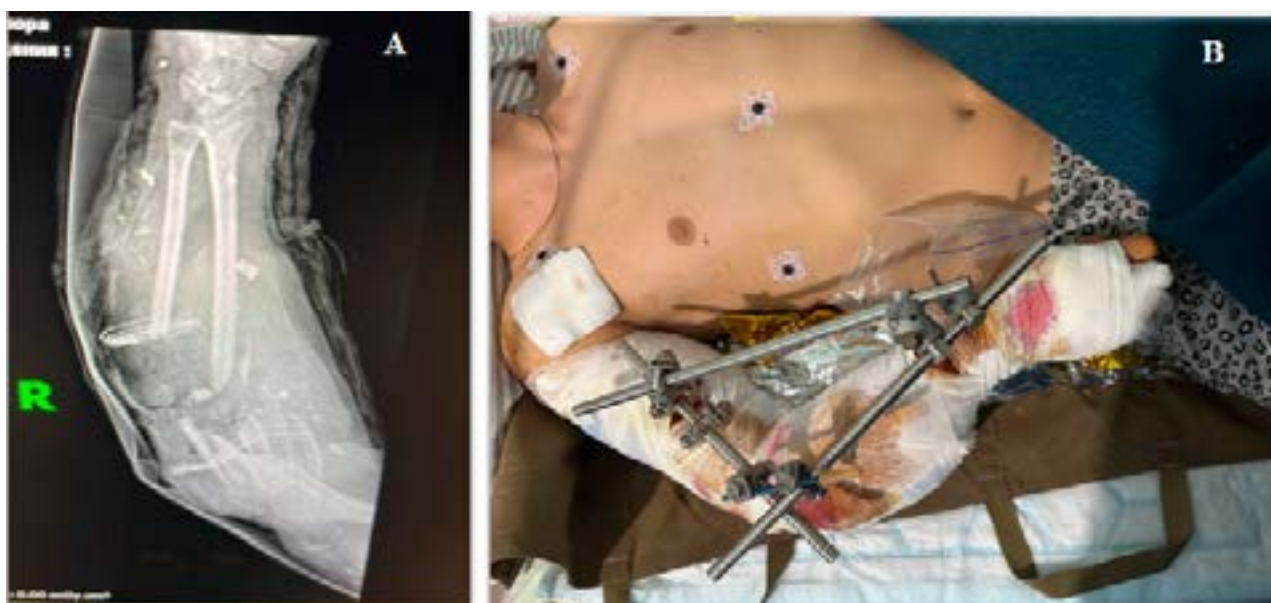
Поранений В. А) рентгенограма передпліччя правої верхньої кінцівки із переломами обох кісток та травматичним відчленуванням правого ліктьового суглобу; В) вигляд пораненого після встановлення апарату зовнішньої фіксації переломів на кістки правого передпліччя
